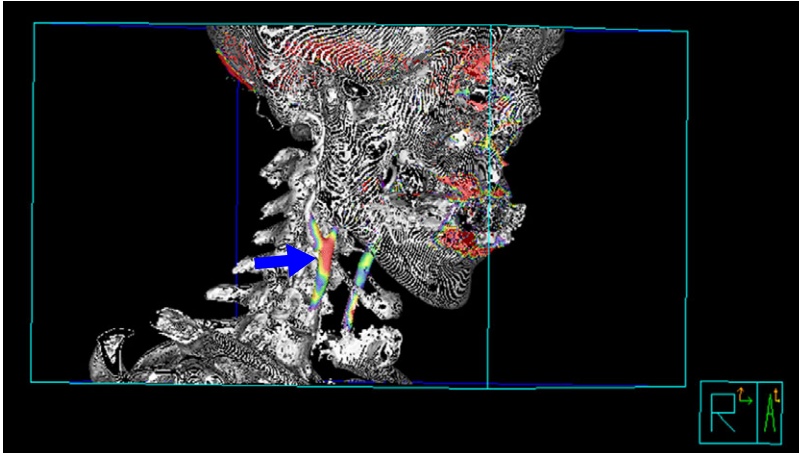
Carotid ^{18}F -FDG-PET/CT fusion three-dimensional imaging. ^{18}F -FDG uptake is elevated in the right carotid artery, suggesting strong inflammation in the atherosclerotic plaque (blue arrow).
